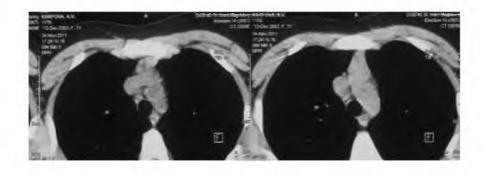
МСКТ органов грудной клетки, март 2011 г.
